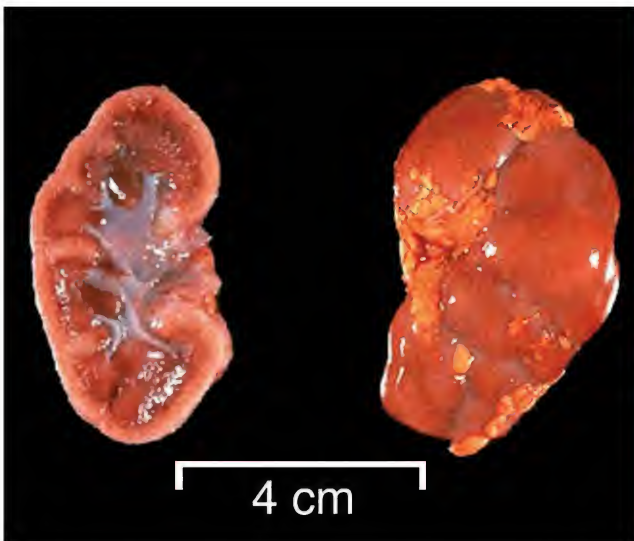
17 Poliquistosis renal autosómica dominante, vista macroscópica y tomografía computarizada
